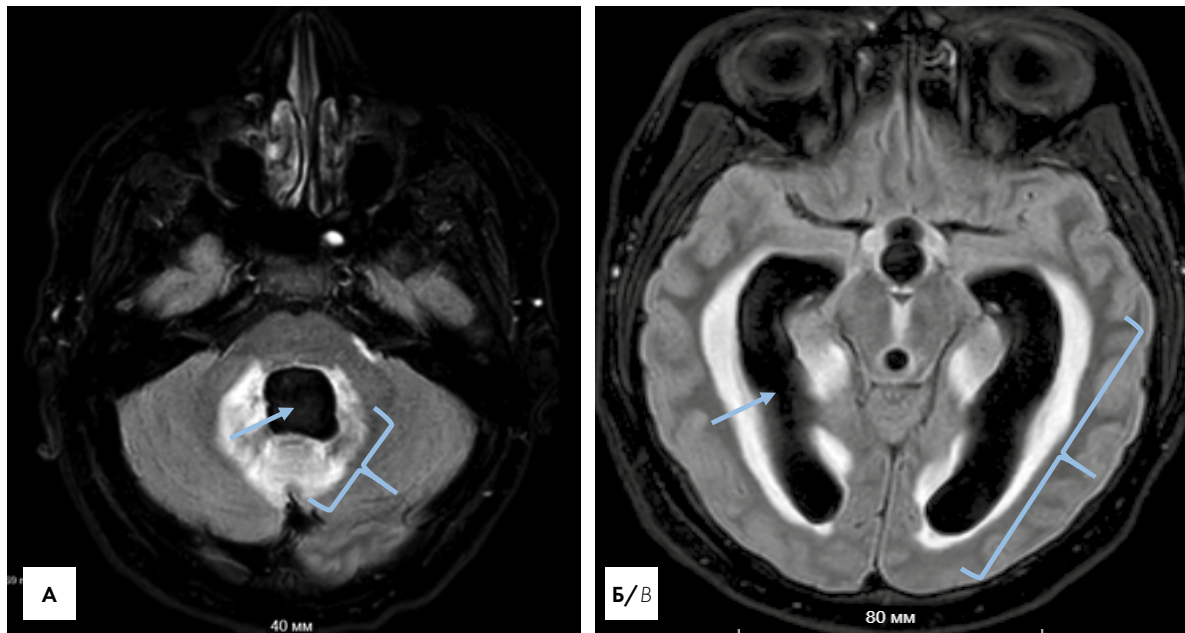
Оклюзионная гидроцефалия. МР-томограммы T2 — FLAIR, аксиальная проекция: А — расширение полости 4 желудочка (стрелка) с отеком прилежащего вещества мозжечка (скобка); Б — расширение задних рогов боковых желудочков (стрелка) с отеком прилежащего вещества больших полушарий (скобка)
